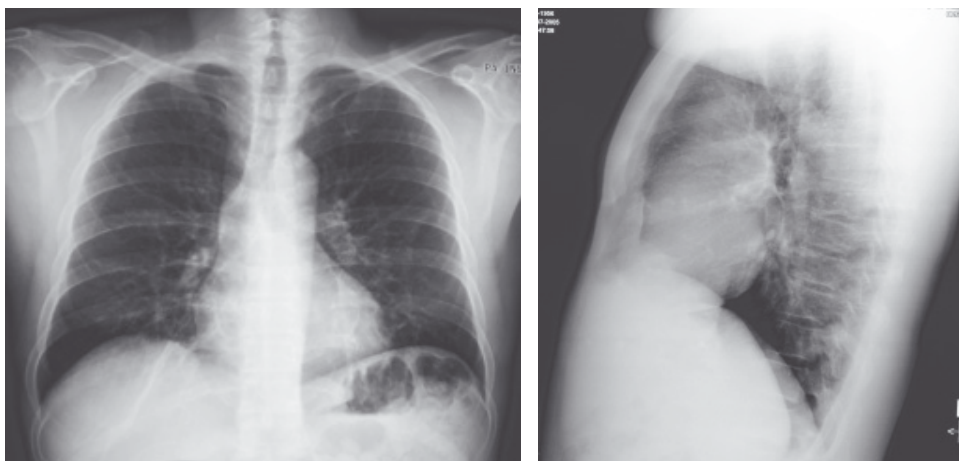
Telerradiografia do tórax (pósterio-anterior e perfil esquerdo).
